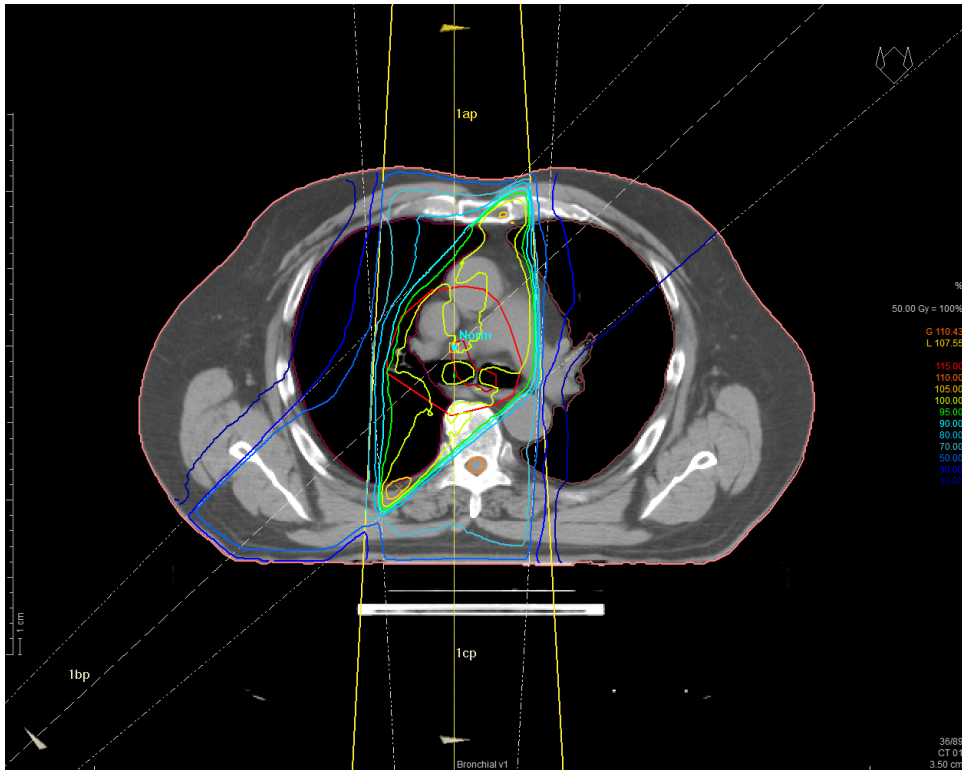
Beispiel einer Bestrahlungsplanung anhand einer axialen CT-Schicht
